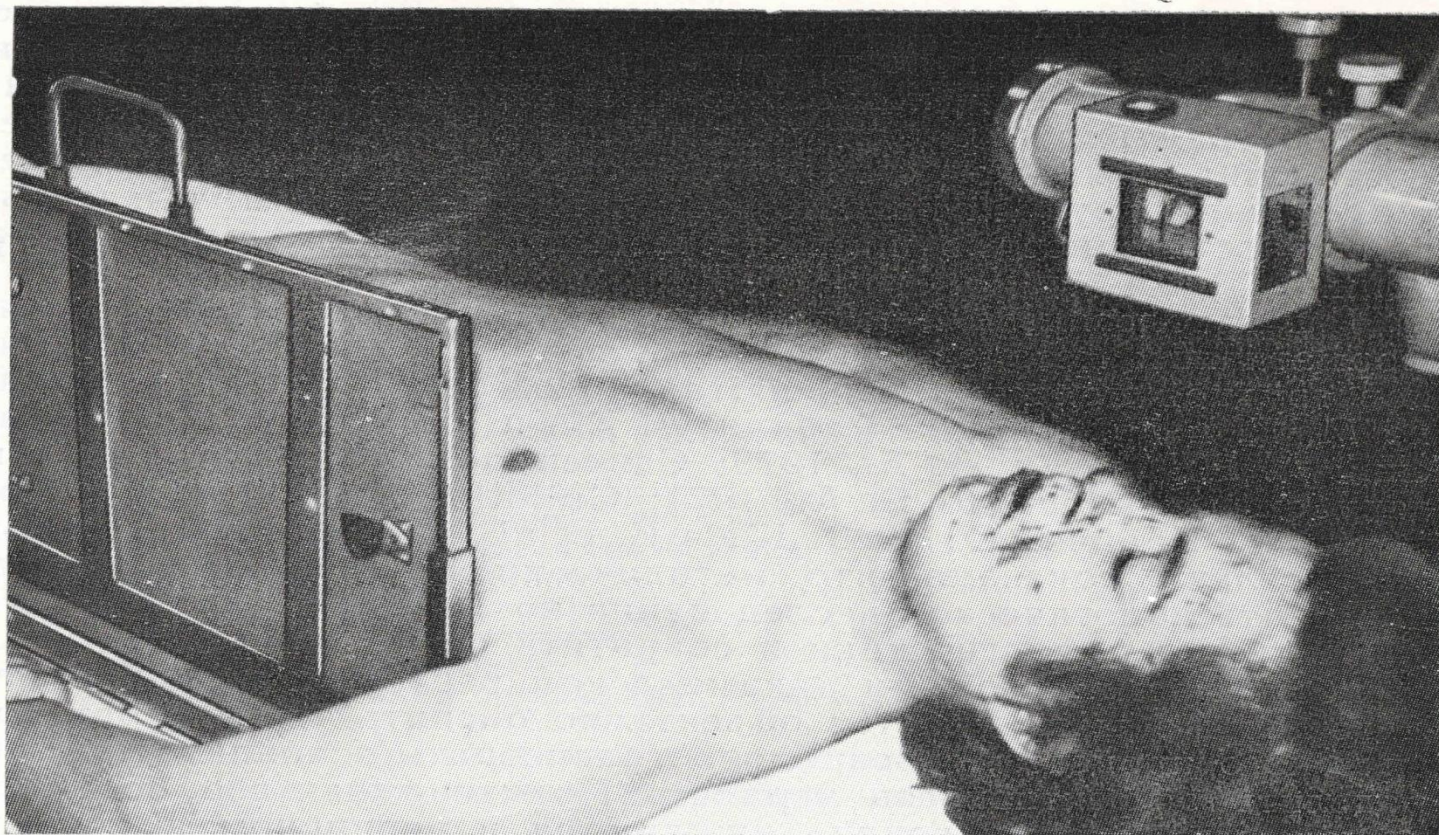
Положение больной с тяжелой травмой груди и головы при рентгенографии грудной клетки в боковой проекции.
